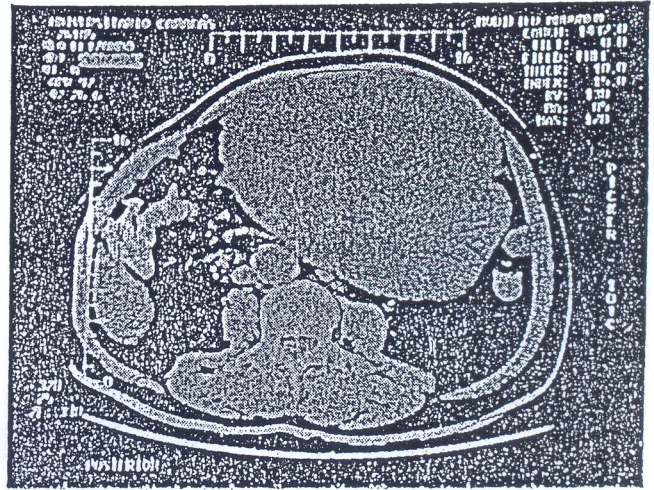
TAC donde se aprecia la lesión.
